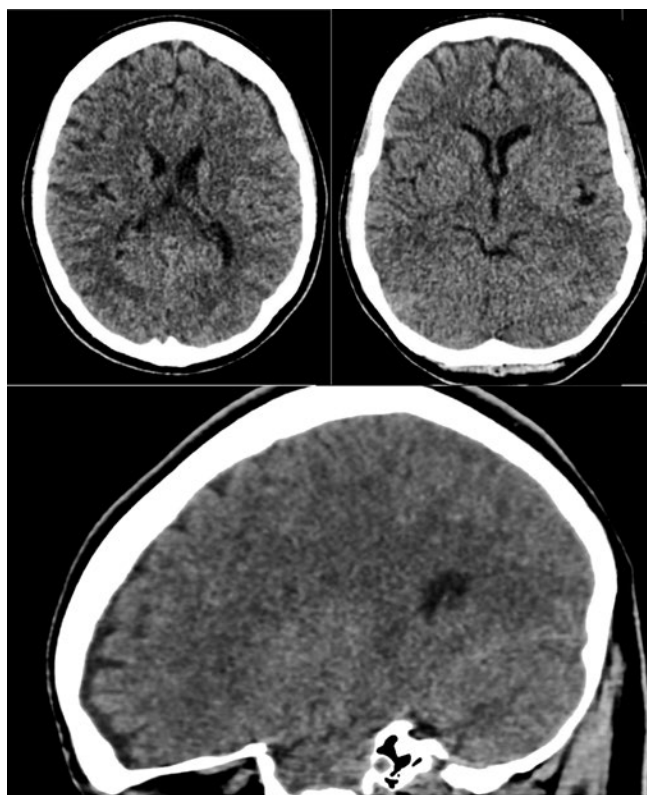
КТ головного мозга на 12-е сутки.
